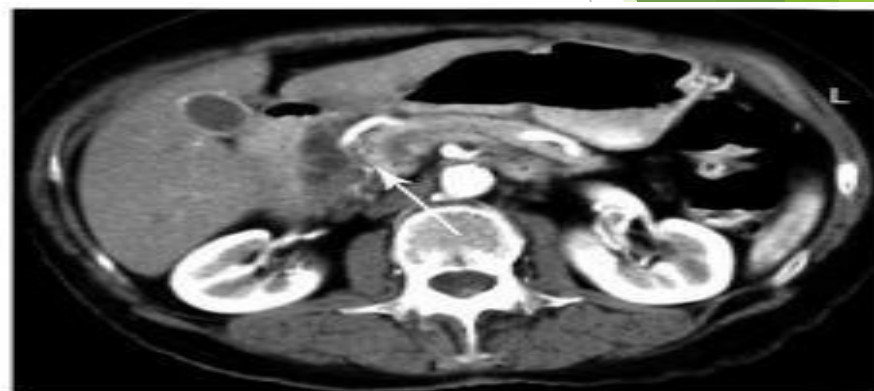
КТ-изображение атипичной формы дуоденальной дистрофии ДПК (указано стрелкой). Паренхима ПЖ не изменена
